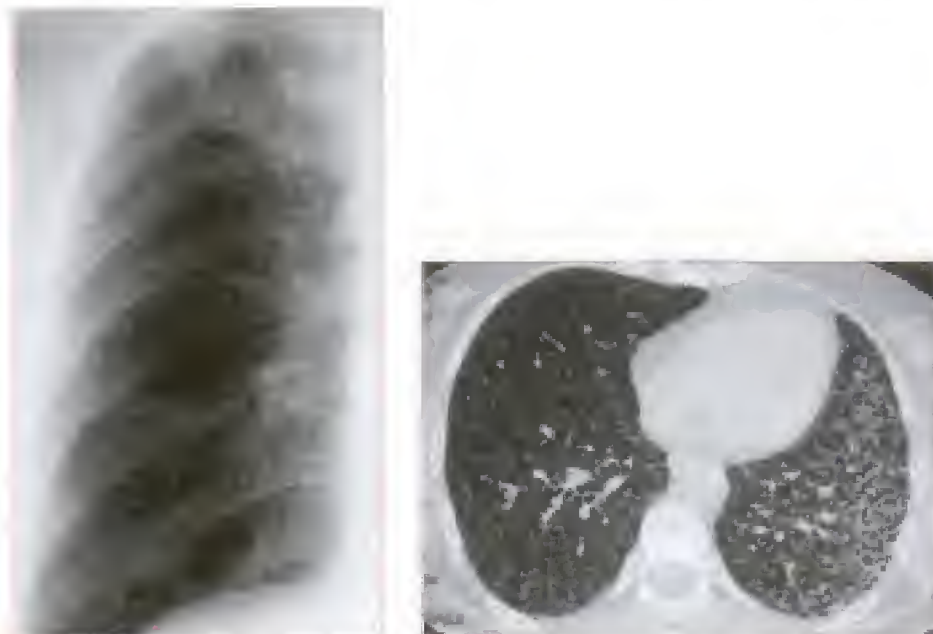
Radiographie de thorax et TDM thoracique mettant en évidence une miliaire tuberculeuse
